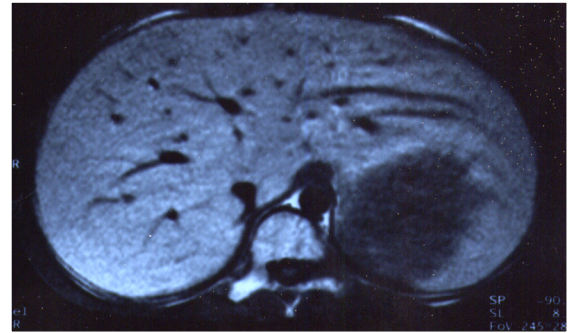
MRI of the liver. Hepatomegaly and fatty changes were detected.
